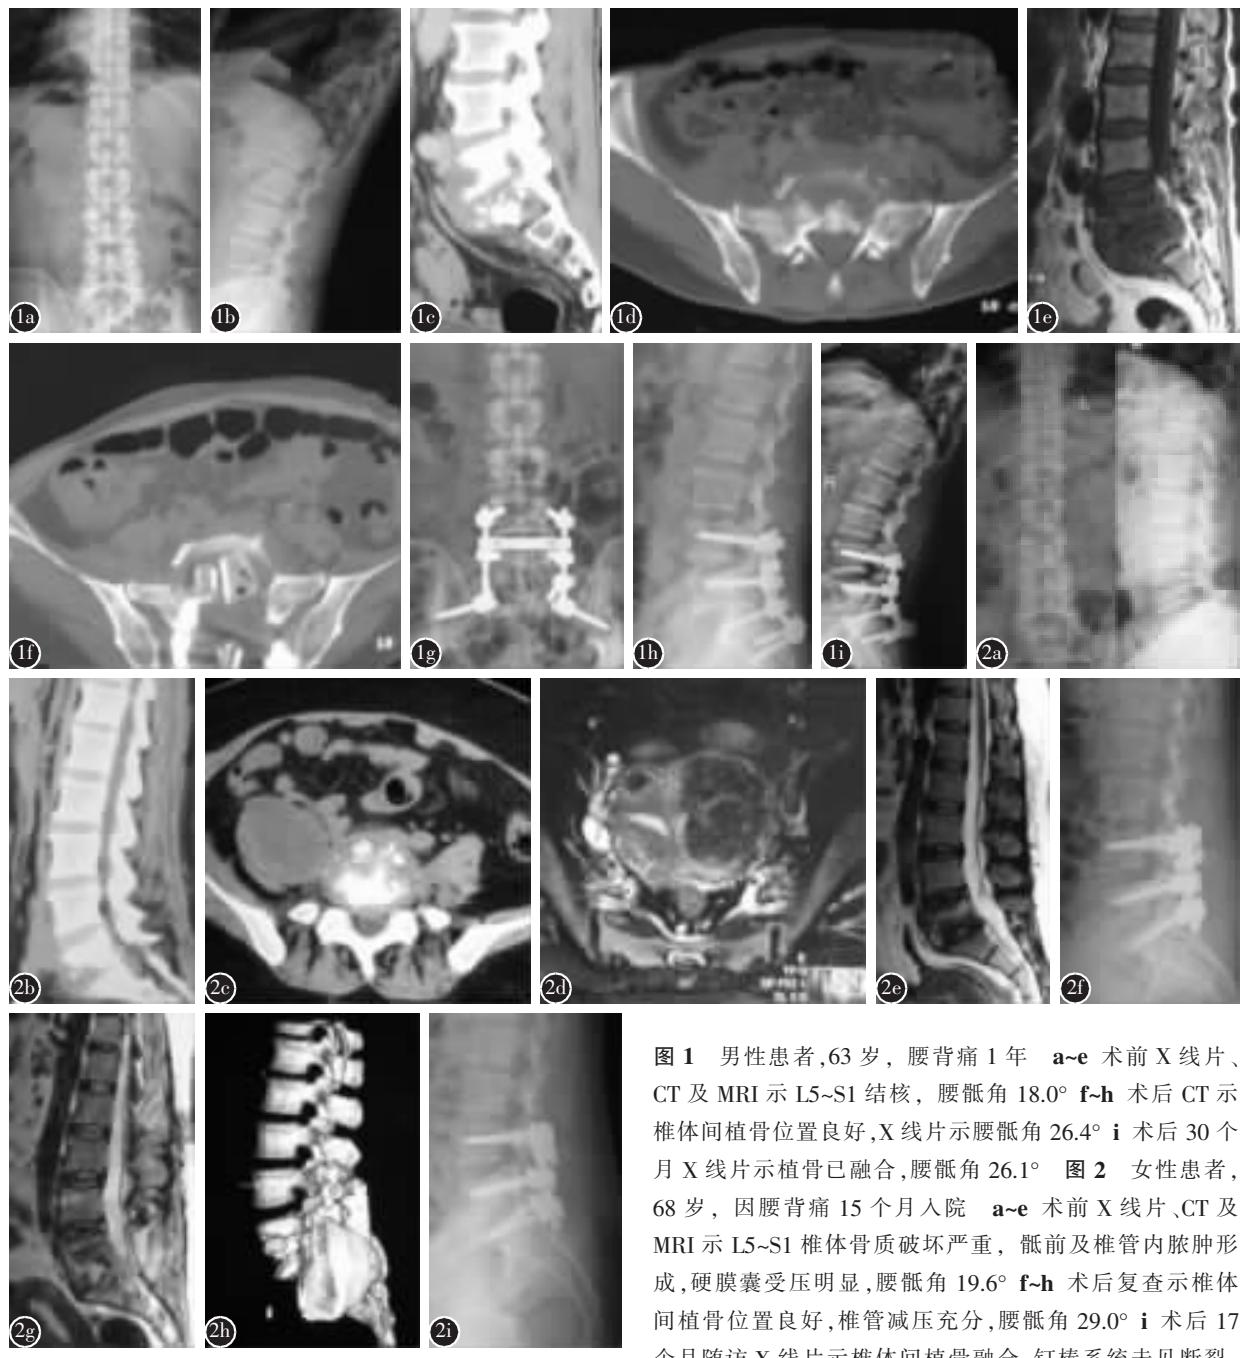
男性患者,63岁,腰背痛1年 a~e 术前X线片、CT及MRI示L5~S1结核,腰骶角18.0° f~h 术后CT示椎体间植骨位置良好,X线片示腰骶角26.4° i 术后30个月X线片示植骨已融合,腰骶角26.1° 图2 女性患者,68岁,因腰背痛15个月入院 a~e 术前X线片、CT及MRI示L5~S1椎体骨质破坏严重,骶前及椎管内脓肿形成,硬膜囊受压明显,腰骶角19.6° f~h 术后复查示椎体间植骨位置良好,椎管减压充分,腰骶角29.0° i 术后17个月随访X线片示椎体间植骨融合,钉棒系统未见断裂,腰骶角27.8°
